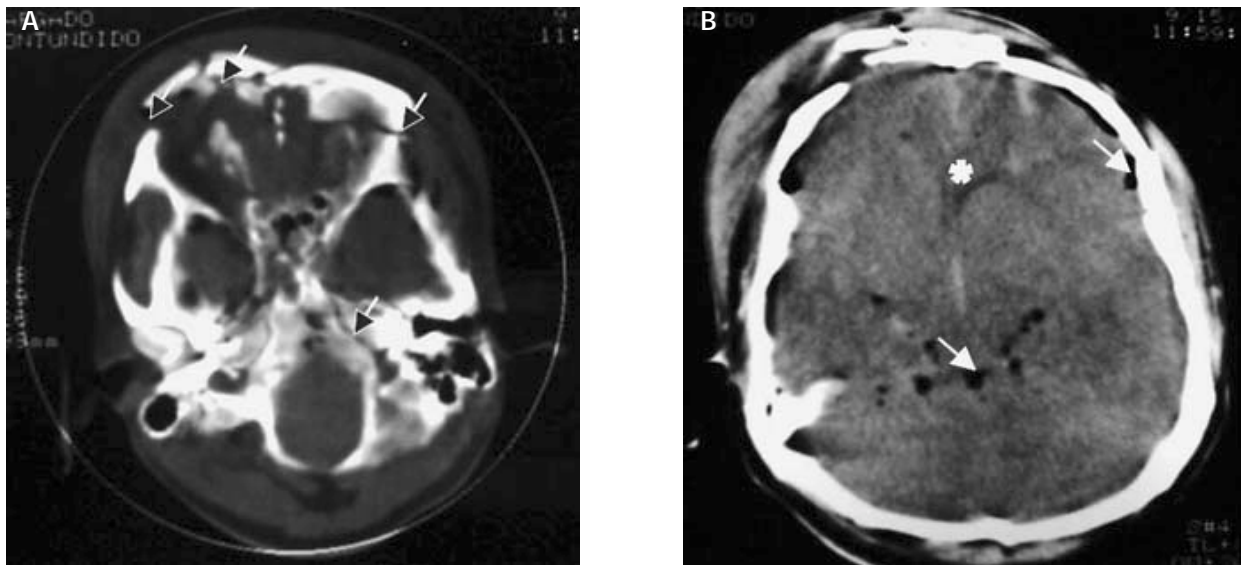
TAC simple de cráneo, (A): ventana ósea que muestra fracturas frontoorbitarias y del peñasco; (B): muestra un hematoma epicraneano frontotemporal derecho, fractura frontal (flecha blanca), pneumoencefalo (flecha blanca), colapso del sistema ventricular (debajo del asterisco) que sugiere edema cerebral difuso y hemorragia en el tercer ventrículo.
